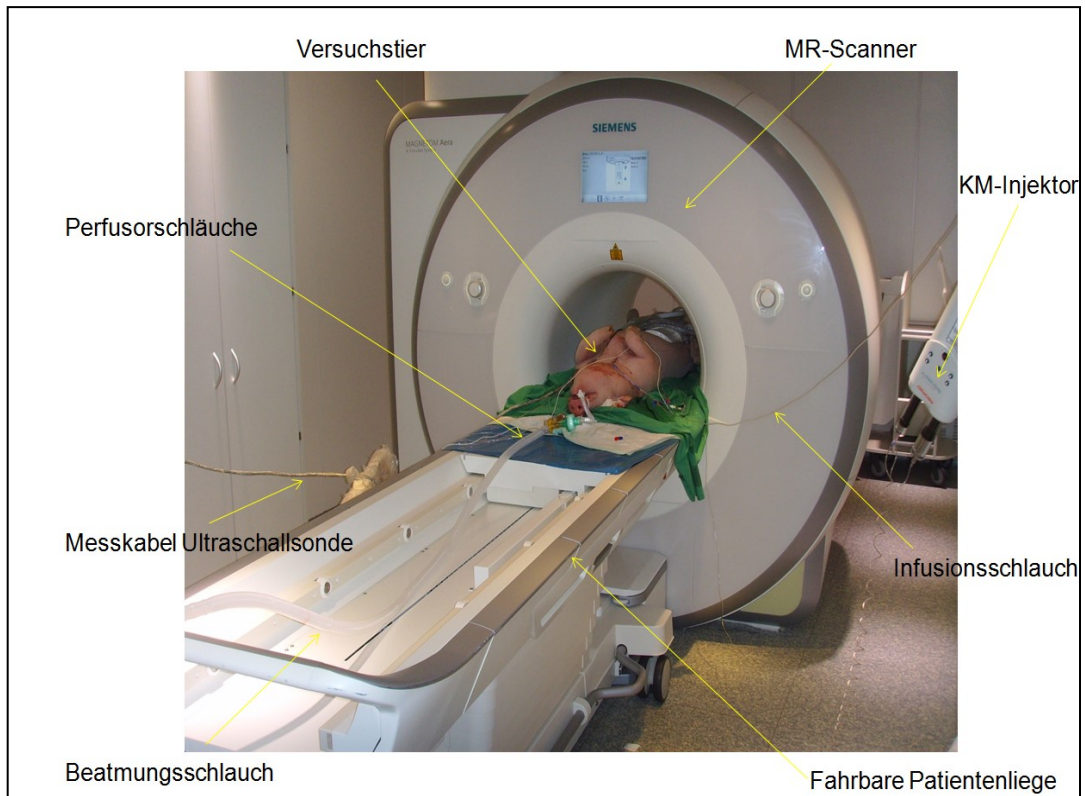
Aufbau im Untersuchungsraum des MRT
